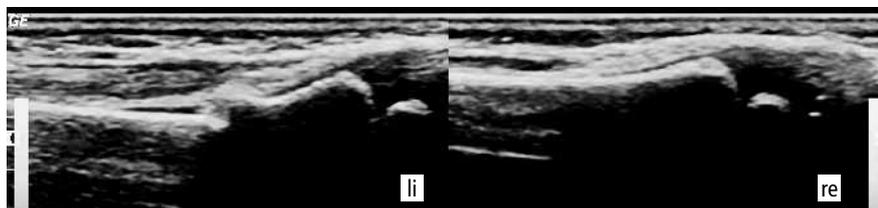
Distaler Radius. Schallkopfposition: longitudinal dorsal mit Vergleich zur gesunden Gegenseite. Linker Bildrand proximal, rechter Bildrand distal. Ultraschall-Sonde: Linearschallkopf mit 10 MHz (wie in der Hüftsonografie nach Graf).
